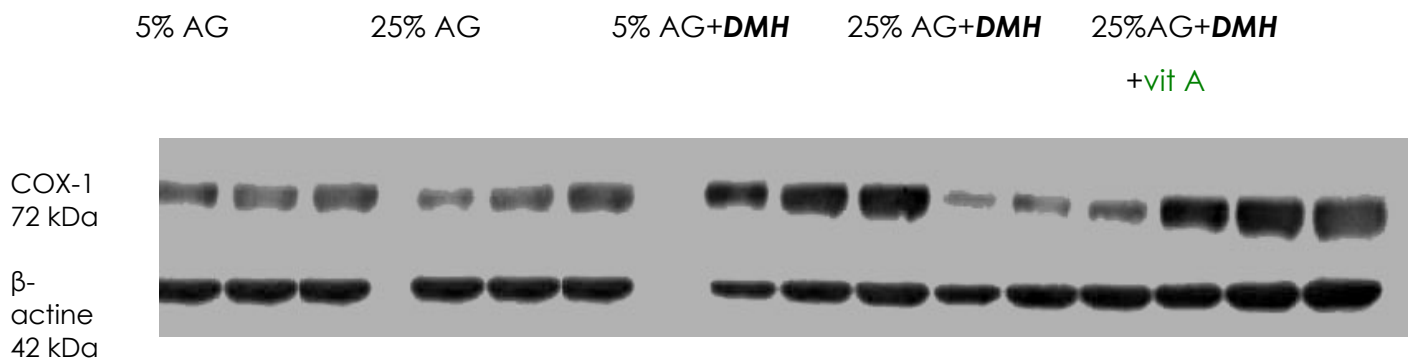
Autoradiographie des protéines COX-1 et  $\beta$ -actine
